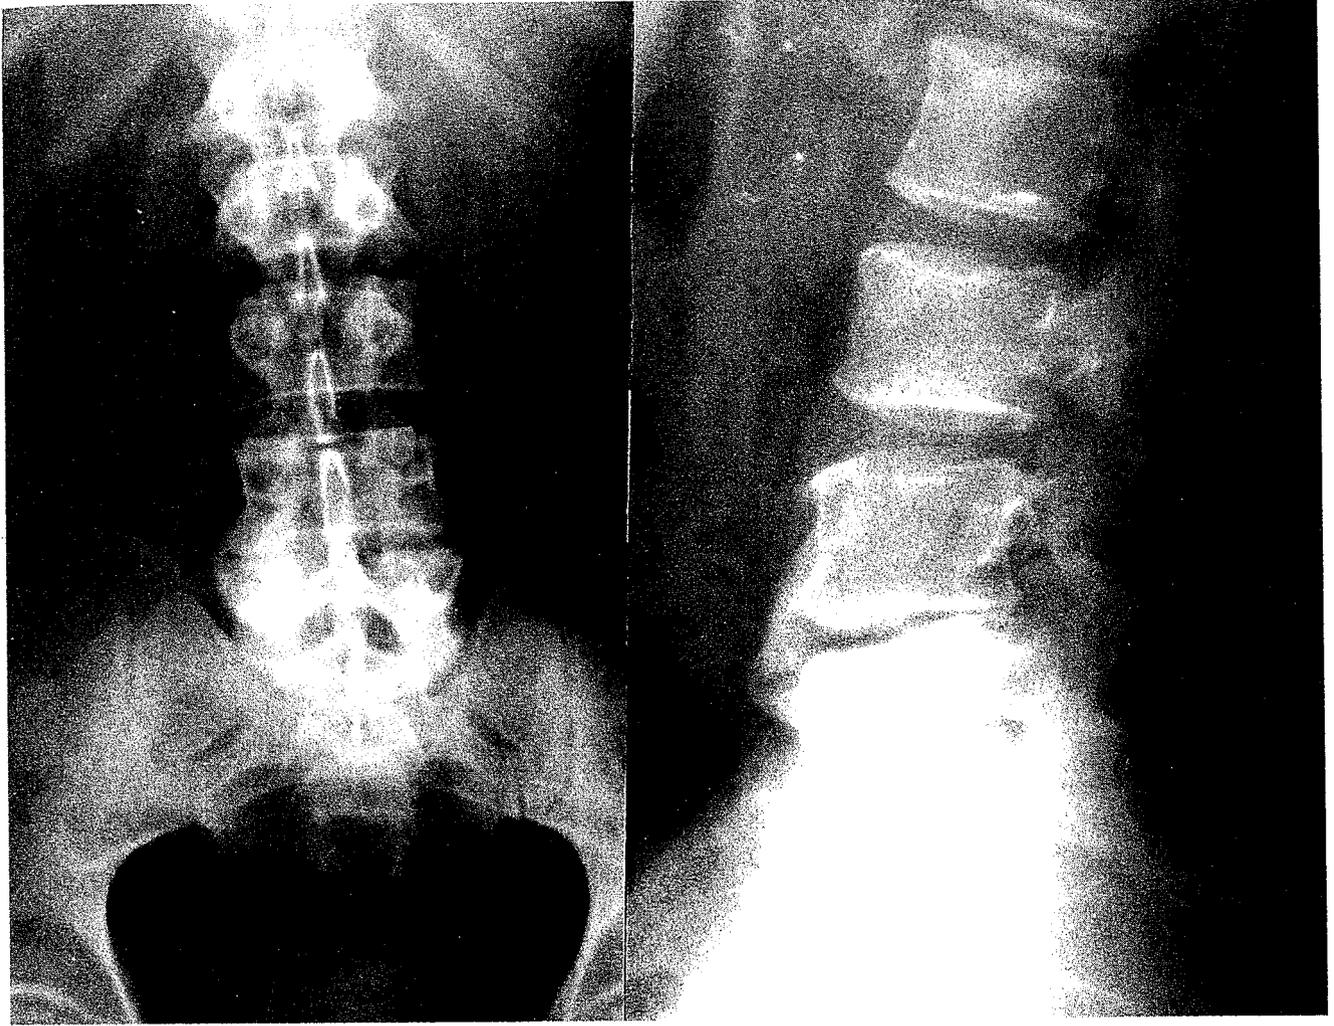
Radiografía simple de columna lumbar realizada a los 12 meses del diagnóstico de discitis. Se observa colapso del interespacio L4-L5 y la formación de puentes óseos entre ambos cuerpos vertebrales (Caso 6).
